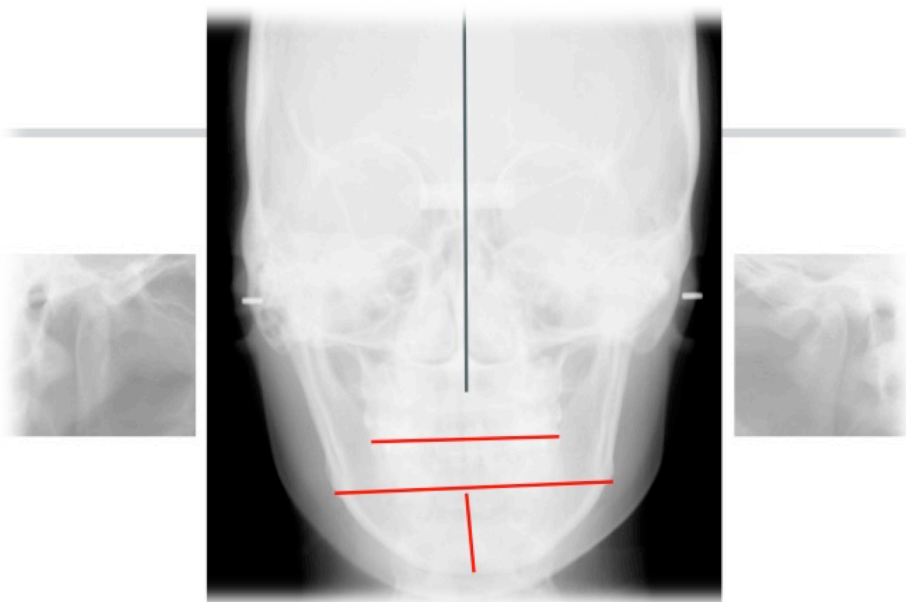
Téléradiographie de face et image des condyles sur le panoramique d'une patiente présentant un remodelage dégénératif du condyle gauche dans un contexte de DTM
